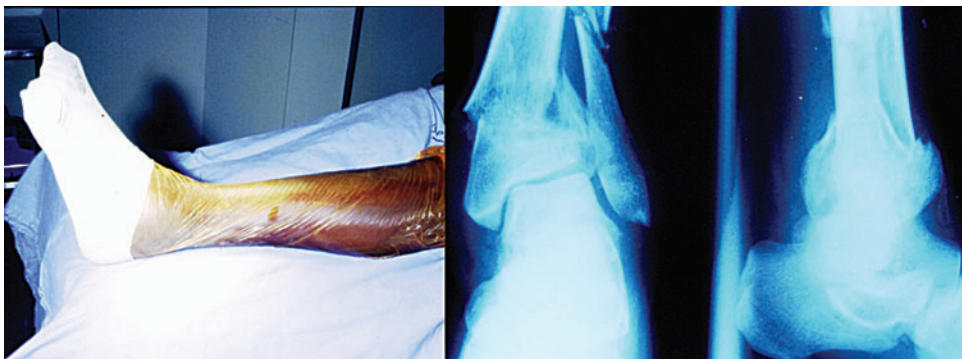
Paciente posicionado em mesa cirúrgica convencional radiotransparente. Radiografia simples (AP + P) da fratura a ser tratada (grupo A 2).
